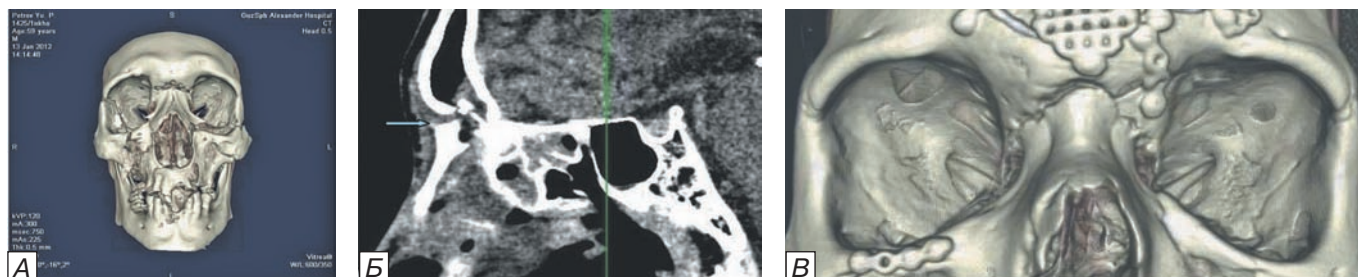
Компьютерные томограммы больного П., 59 лет. А) перелом назо-этмоидального комплекса 1-го типа; Б) репозиция комплекса, костно-пластическая трепанация и облитерация лобной пазухи в связи с нарушением функции лобно-носовых протоков; В) состояние после остеосинтеза фрагментов перелома костей лицевого скелета титановыми мини-пластинами.
